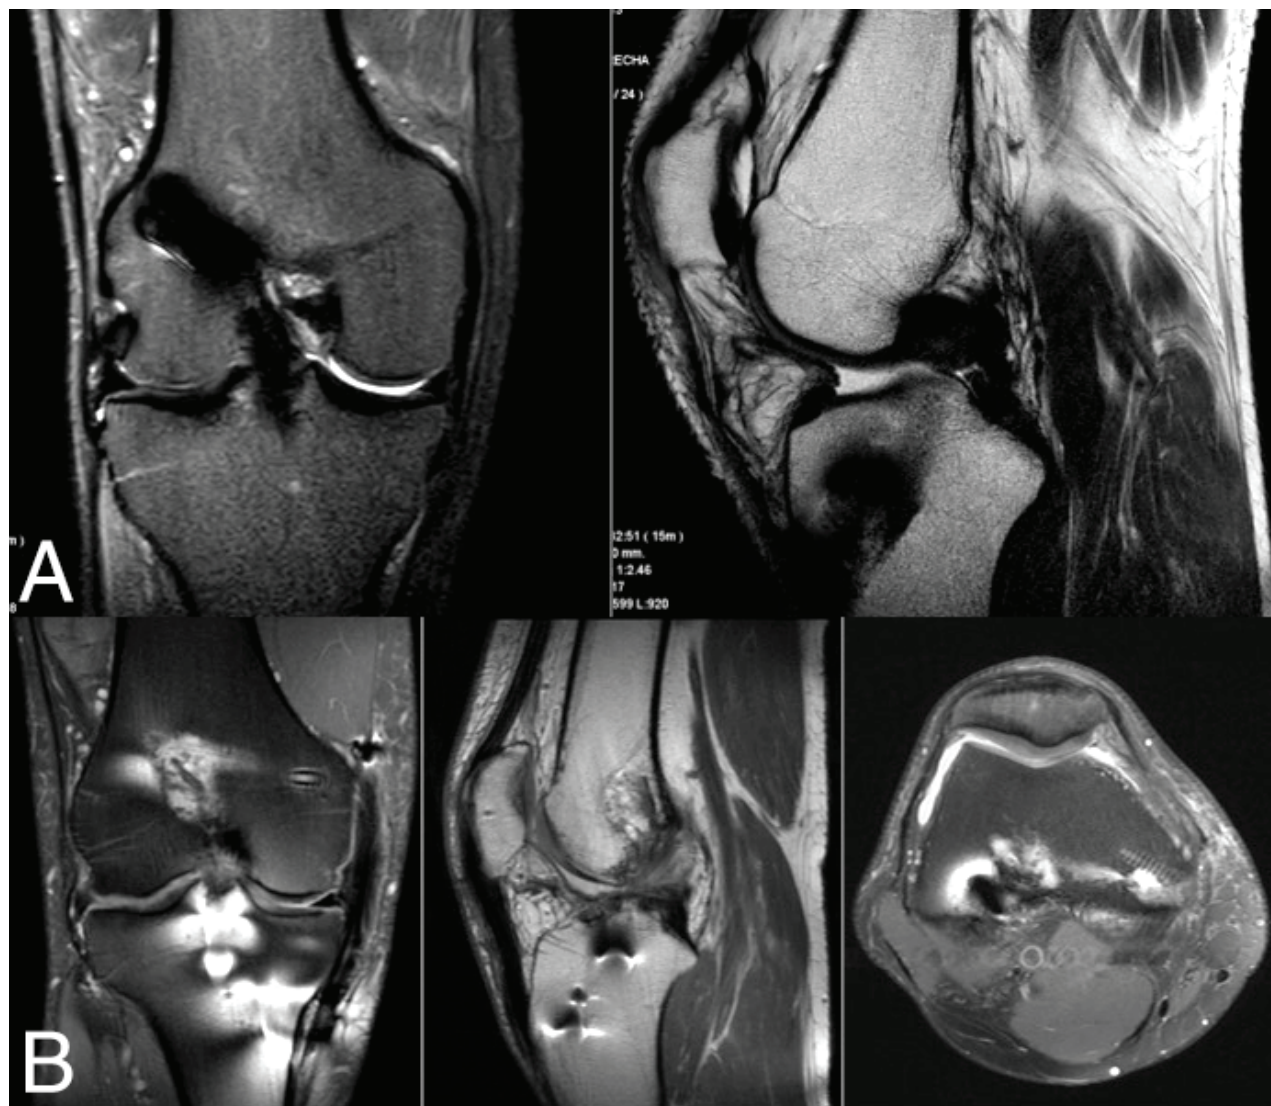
Cortes de RM donde se valoran los túneles óseos femoral y tibial, para evaluar la presencia o ausencia de líquido en la interfase ligamento-hueso, determinando la osteointegración del injerto. A) Caso de ausencia de líquido en interfase ligamento-hueso. B) Caso con presencia de líquido en interfase ligamento-hueso (parcial osteointegración).
